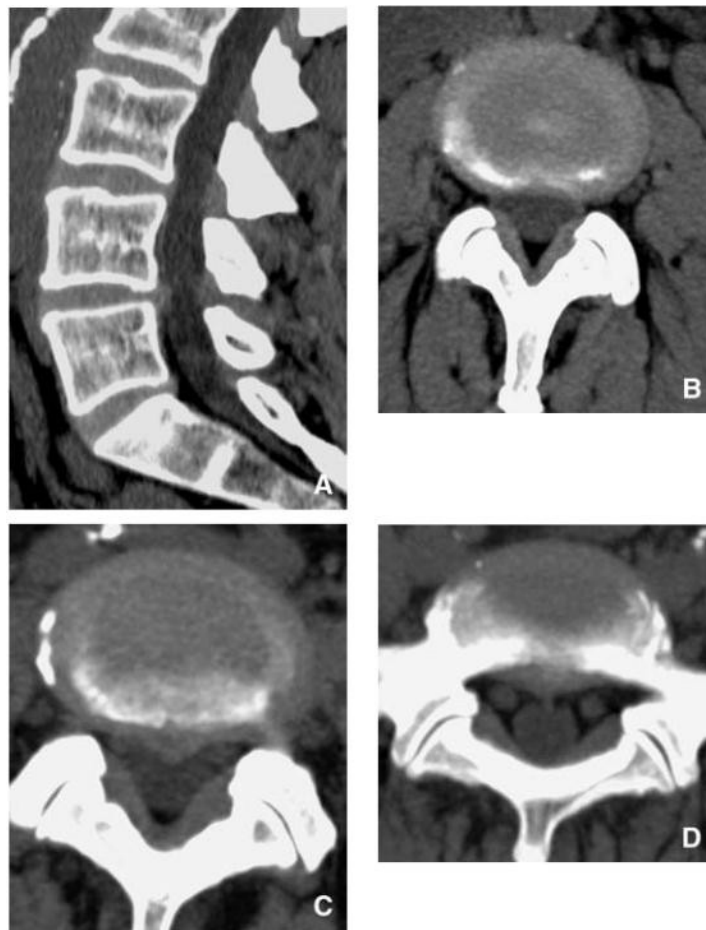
Bombement discal et hernie discale (TDM)
